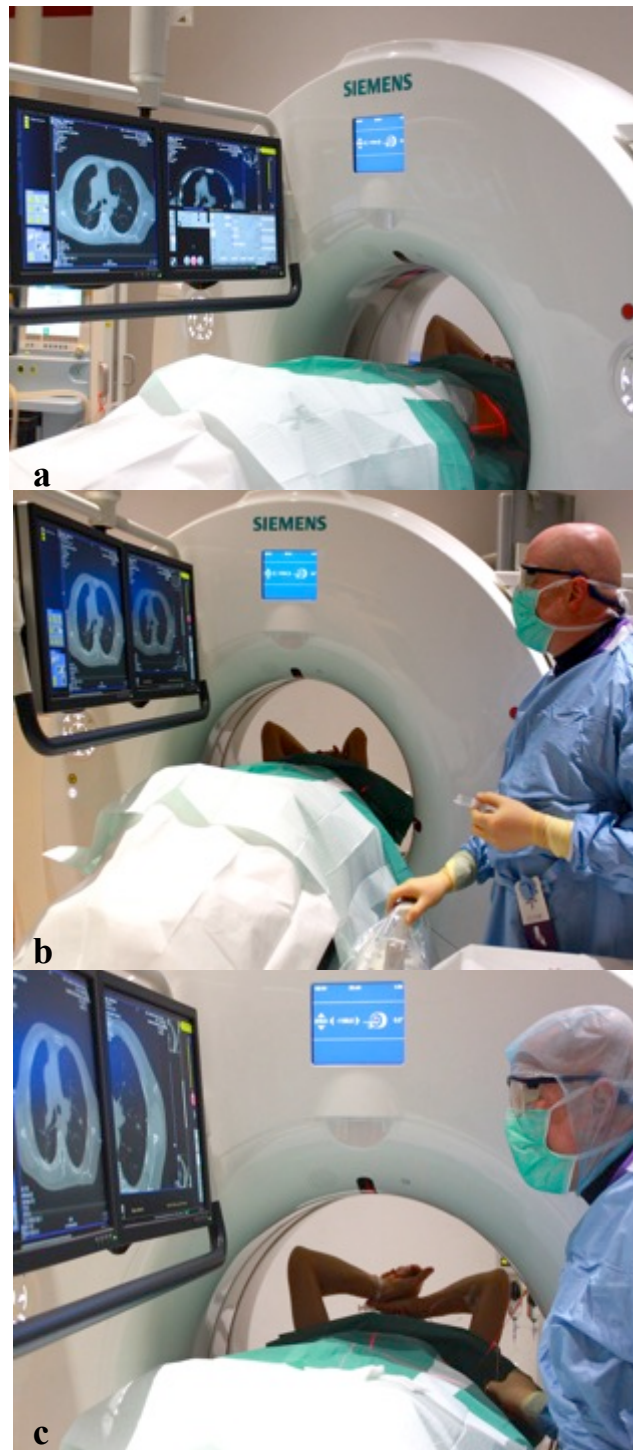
CT-Fluoroskopie gesteuerte Markerimplantation in eine pulmonale Metastase eines malignen PNET (primitiver neuro-ektodermaler Tumor). Zunächst wurde der Patient auf dem Untersuchungstisch platziert und steril abgedeckt (a). Dann wurde der Tumor im Planungs-CT lokalisiert und der Zugangsweg bis zur Pleura mit Lokalanästhetikum betäubt (b). In Abbildung 7c brachte der interventionelle Radiologe mittels eines Nadelhalters die Hohlkanüle mit dem Goldmarker unter CT-fluoroskopischer Kontrolle in den Tumor ein und setzte dort den Marker ab.
